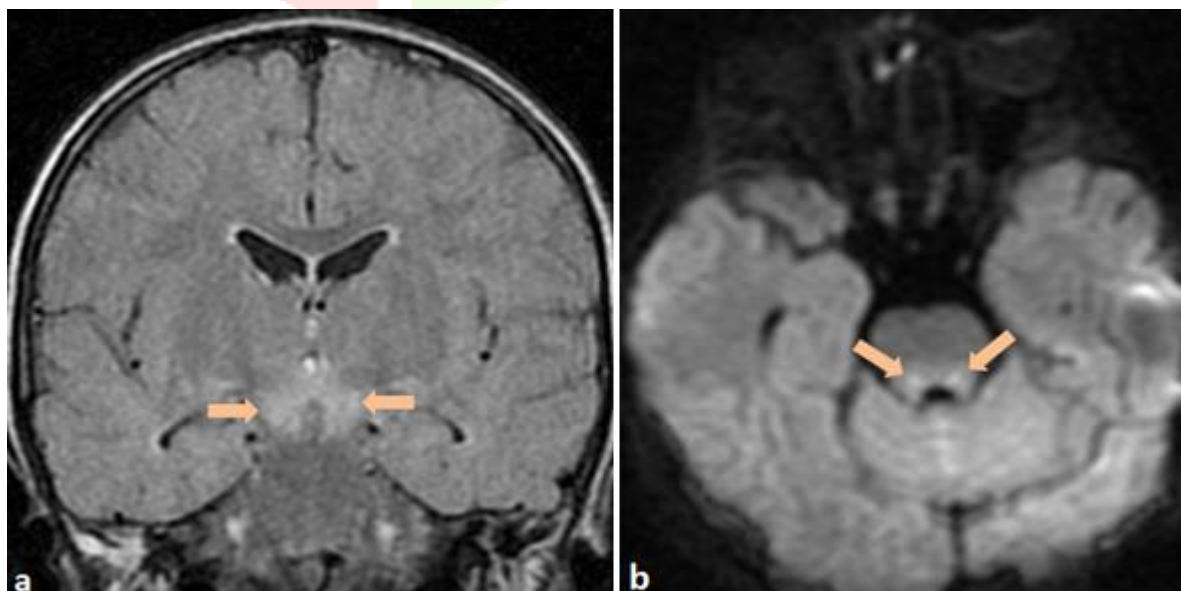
(a) : IRM cérébrale en coupe coronale, en séquence T2 FLAIR, montrant un hypersignal périaqueducal bilatéral et symétrique.
